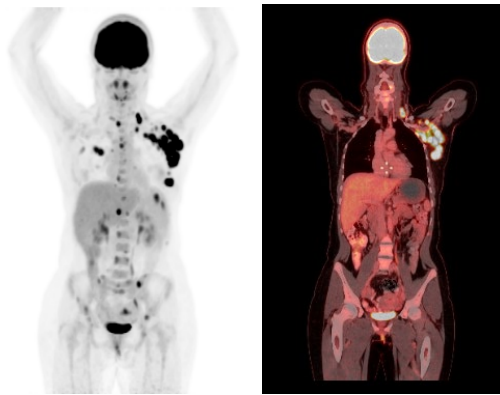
Proyección de máxima intensidad MIP (izquierda) y PET-CT en corte coronal (derecha) en donde se evidencia actividad tumoral en mama izquierda, así como depósitos secundarios en cadenas ganglionares de región axilar izquierda, bazo y hueso
